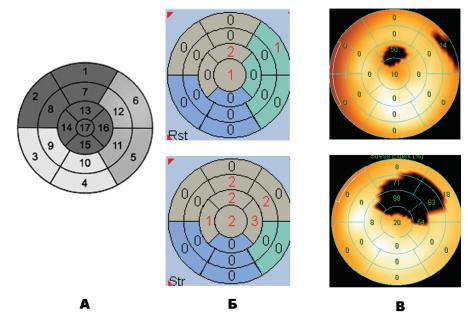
Полярная карта левого желудочка с номерами сегментов (A), снижения перфузии миокарда левого желудочка в покое (верхний ряд) и при физической нагрузке (нижний ряд) в баллах (Б) и процентах протяжённости снижения перфузии в конкретном сегменте (В) при ОФЭКТ/КТ с внутривенным введением 99mTc-технетрила
